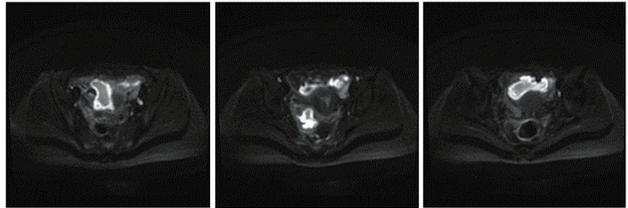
骨盤部造影 MRI (拡散強調) 1 回目入院時 Fig.1 で認める所見は拡散強調画像で著名な高信号を呈し臨床所見と併せて膿瘍が疑われる
